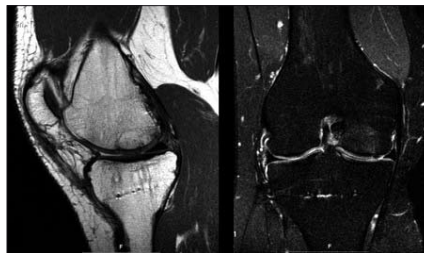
Kernspintomographische Kontrollaufnahme eines Kniegelenkes in T<sub>1</sub>/T<sub>2</sub>-Wichtung nach erfolgreicher Integration eines Mega-OATS-Knorpel-Knochenzylinders aus der posterioren Femurkondyle 58 Monate nach Transplantation.
